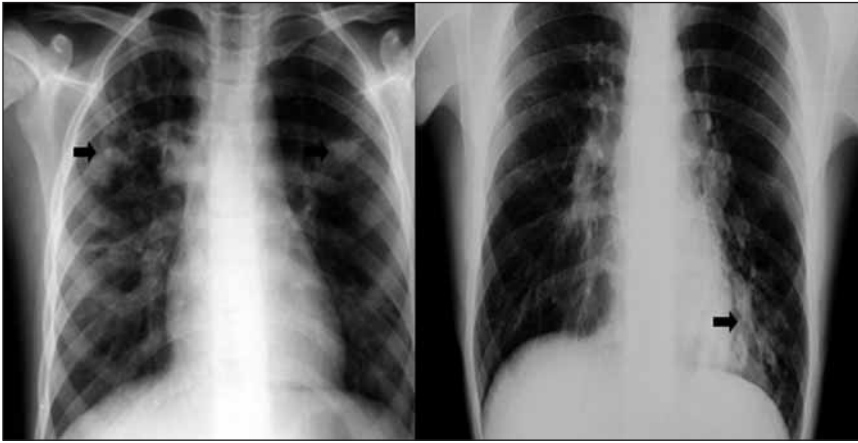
Radiografías simples. Impactaciones de moco (flechas).
